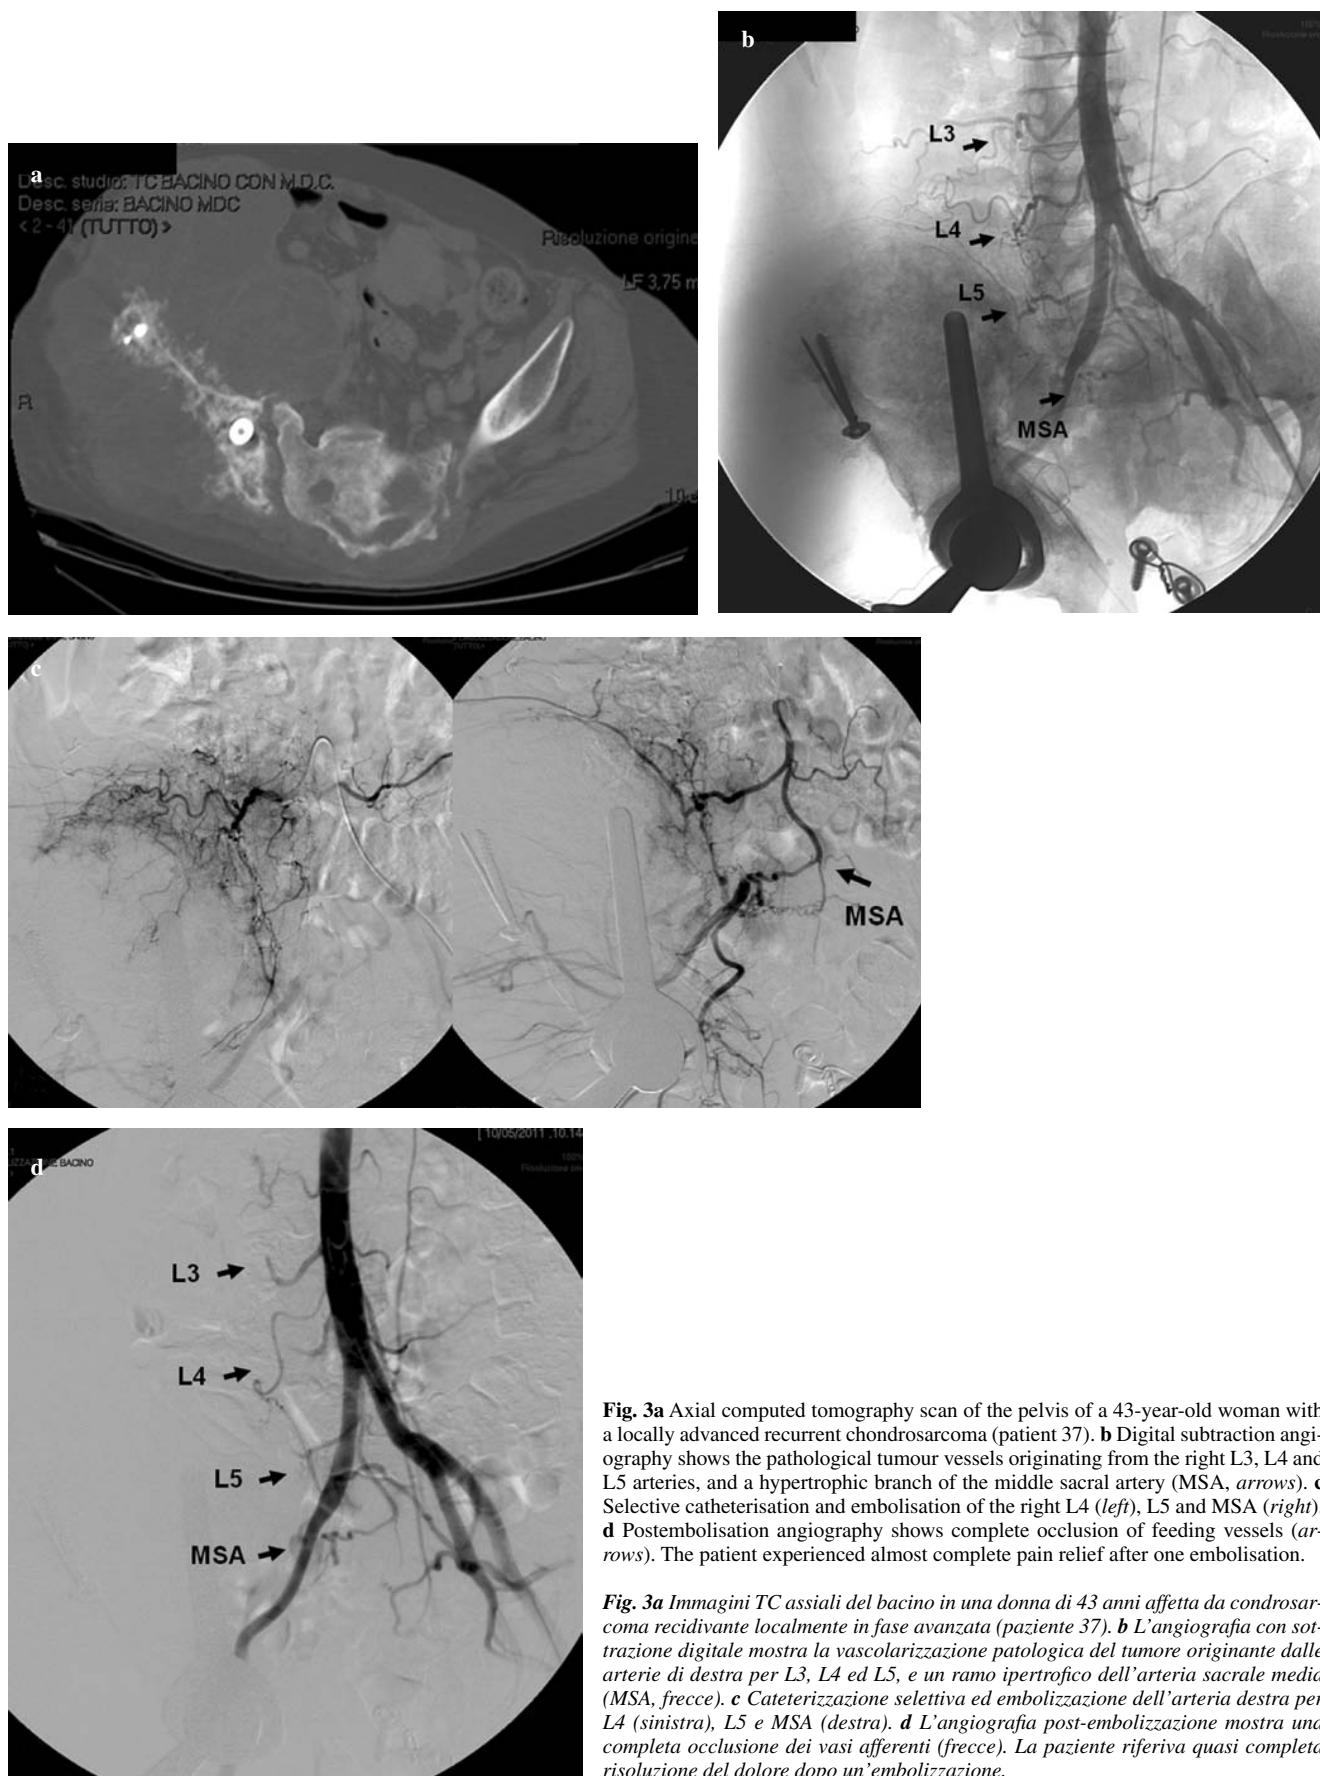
Axial computed tomography scan of the pelvis of a 43-year-old woman with a locally advanced recurrent chondrosarcoma (patient 37). b Digital subtraction angiography shows the pathological tumour vessels originating from the right L3, L4 and L5 arteries, and a hypertrophic branch of the middle sacral artery (MSA, arrows). c Selective catheterisation and embolisation of the right L4 (left), L5 and MSA (right). d Postembolisation angiography shows complete occlusion of feeding vessels (arrows). The patient experienced almost complete pain relief after one embolisation.
